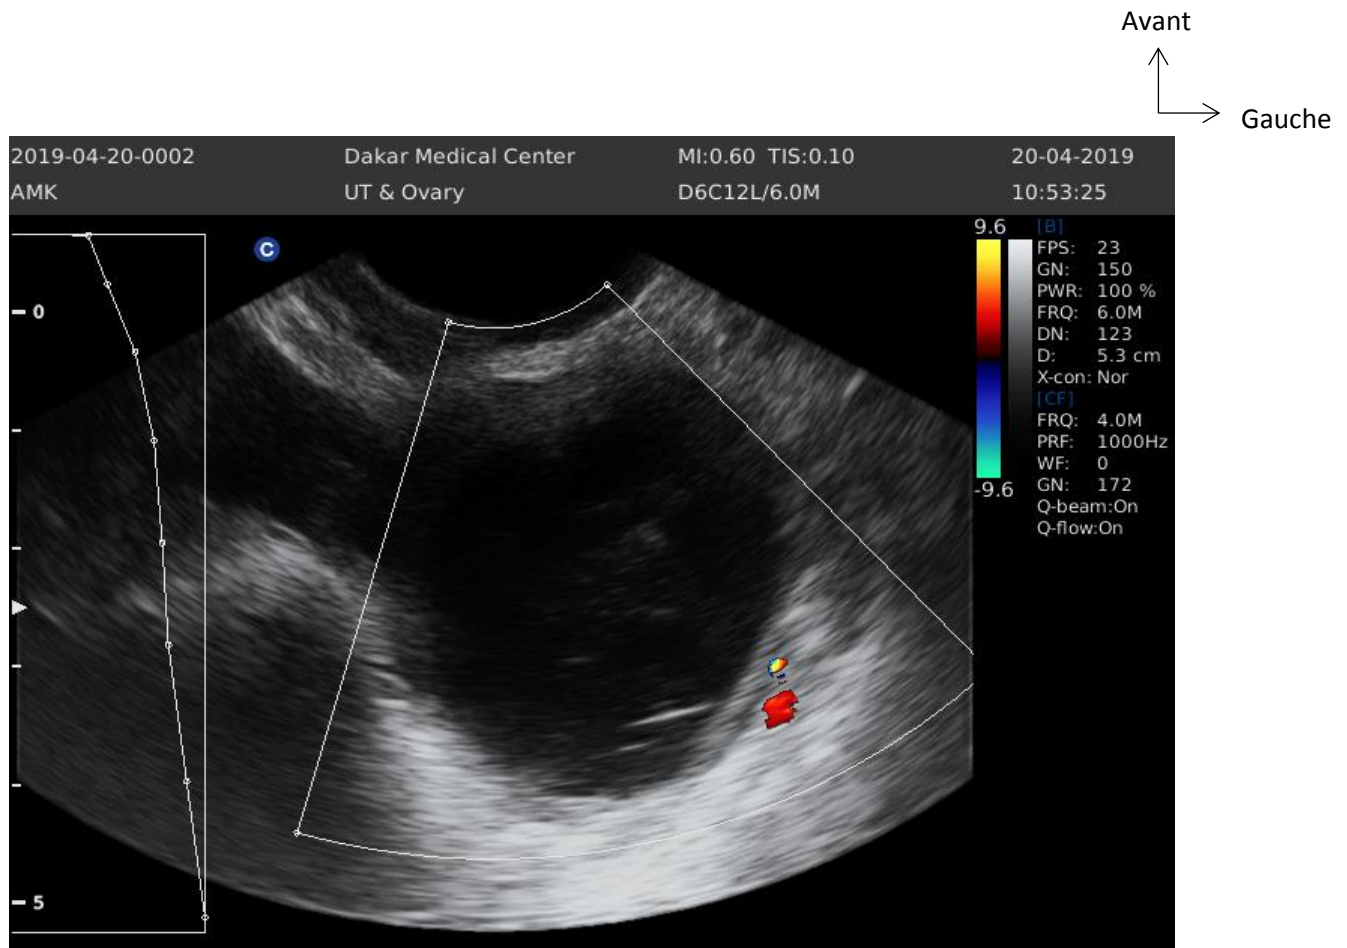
Kyste fonctionnel de l'ovaire vu au Doppler couleur [23]
